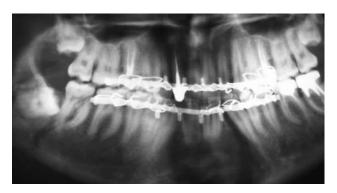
Рентгенограмма больного 1-й группы наблюдения.
